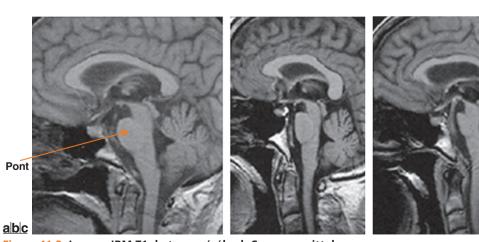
Images IRM T1 du tronc cérébral. Coupes sagittales.
